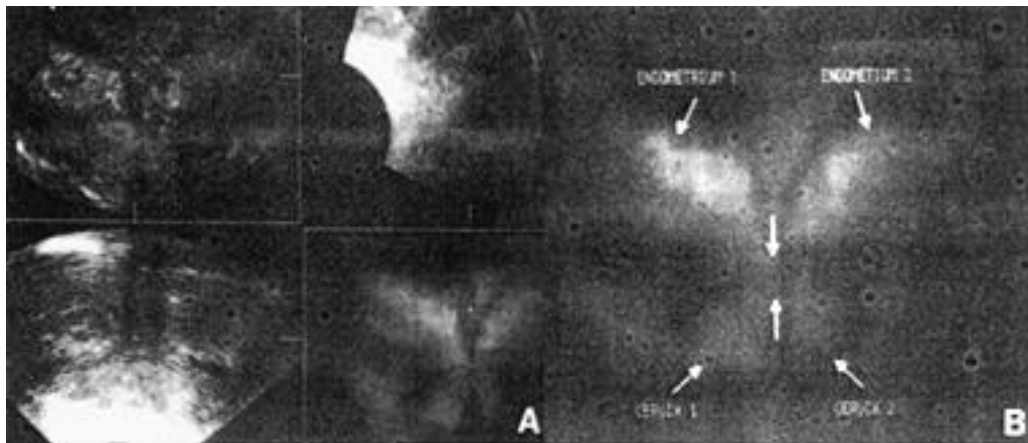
Tercer caso de útero comunicante. Imagen A: ecografía 3D. Imagen B: HSG. Se observan dos hemiúteros unidos en el istmo y dos cuellos.
